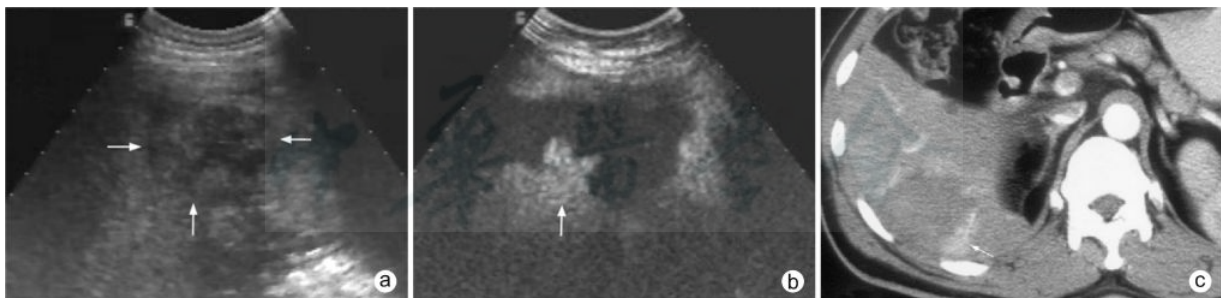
HCC 经 RFA 后 1 年复发 a:US 显示不均质回声病灶,边界欠清(↑);b:CEUS 示消融区边缘可见结节状增强(↑);c:增强 CT 与 CEUS 表现相似,证实局部复发(↑)
